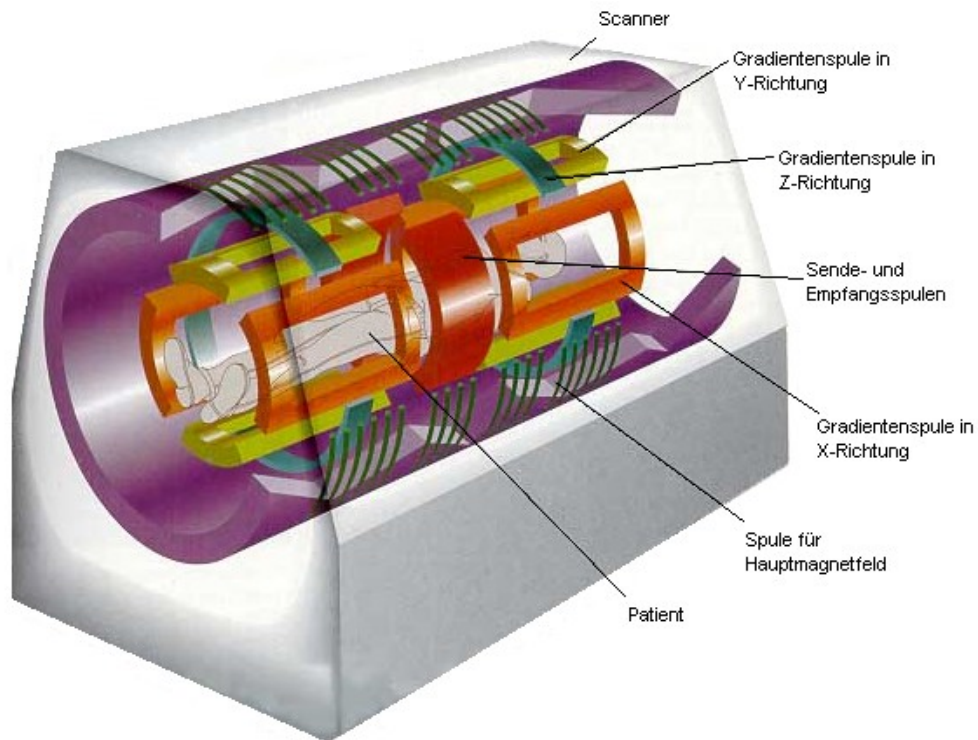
Aufbau eines Magnetresonanztomografen (Pictures 2009).
